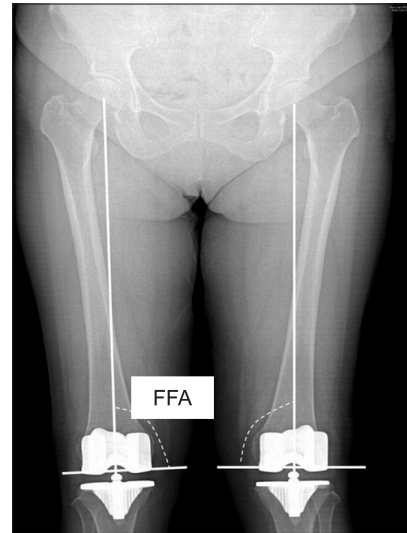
A radiograph showing the mechanical axis in the coronal plane. The alignment of the coronal femoral components was measured by the intersection of a line drawn across the base of each component and the mechanical axis. FFA, frontal femoral angle.
